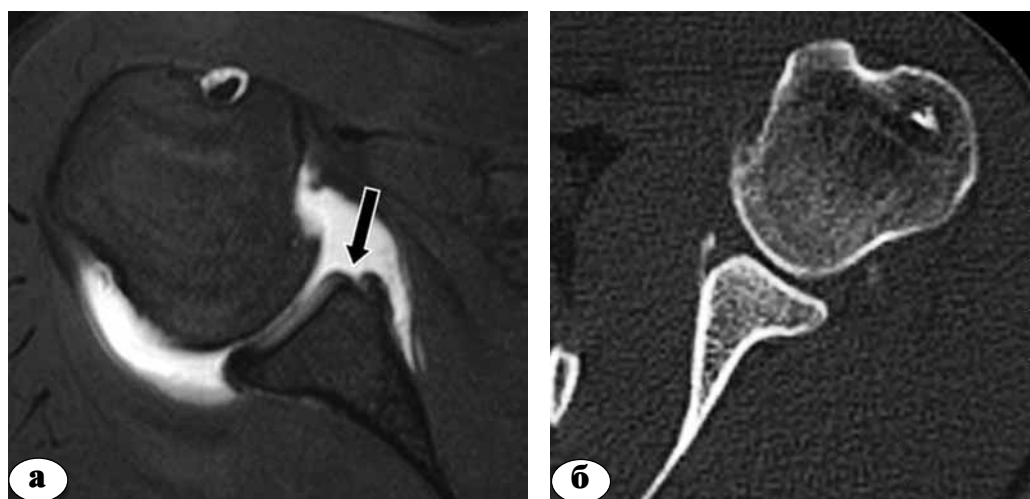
Признаки повреждения костного края суставной впадины лопатки: а – МРТ; б – КТ
